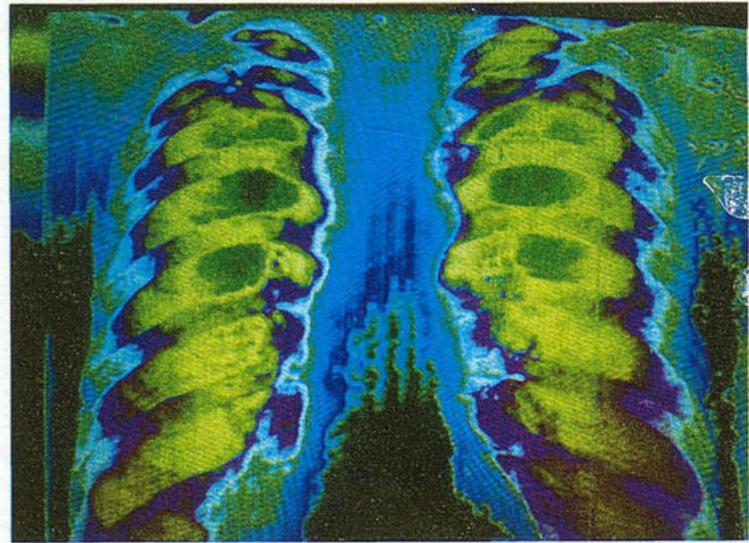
Та же рентгенограмма (цветовое изображение). Рак – зеленого цвета. Корни – фиолетово-зеленые. Двухсторонние расстройства вентиляции.
